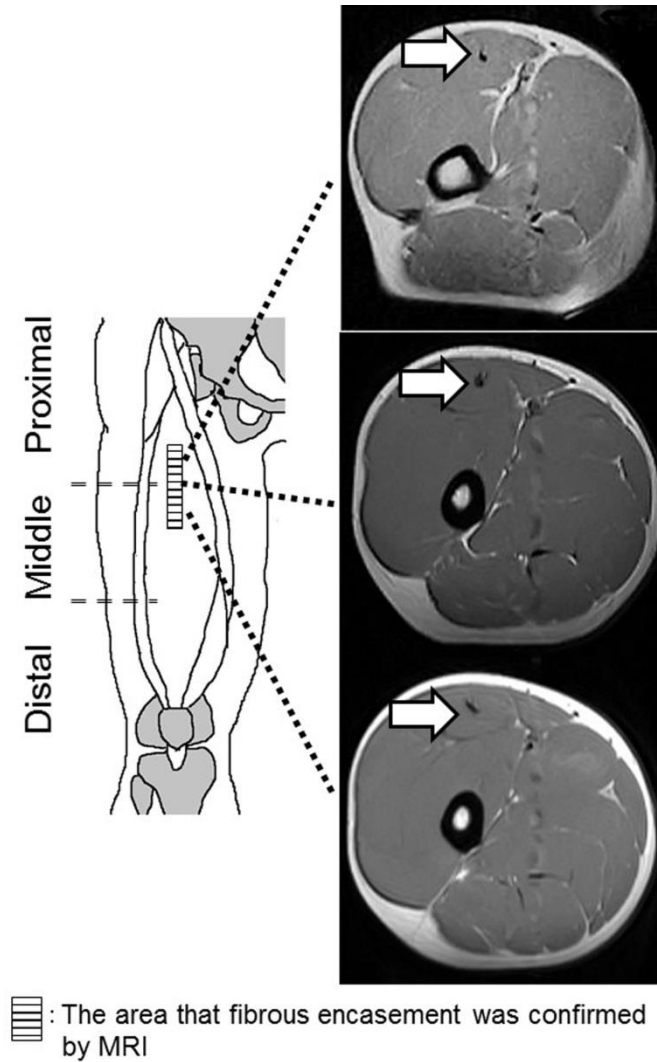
MRI で近位部から中間部にかけて損傷を認めた大腿直筋離れの 1 例
